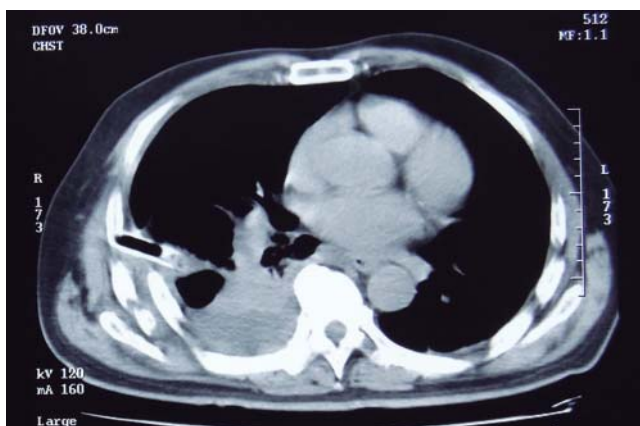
TAC de tórax de ingreso. Se observa desplazamiento de arcos costales fracturados, hemotórax retenido.
